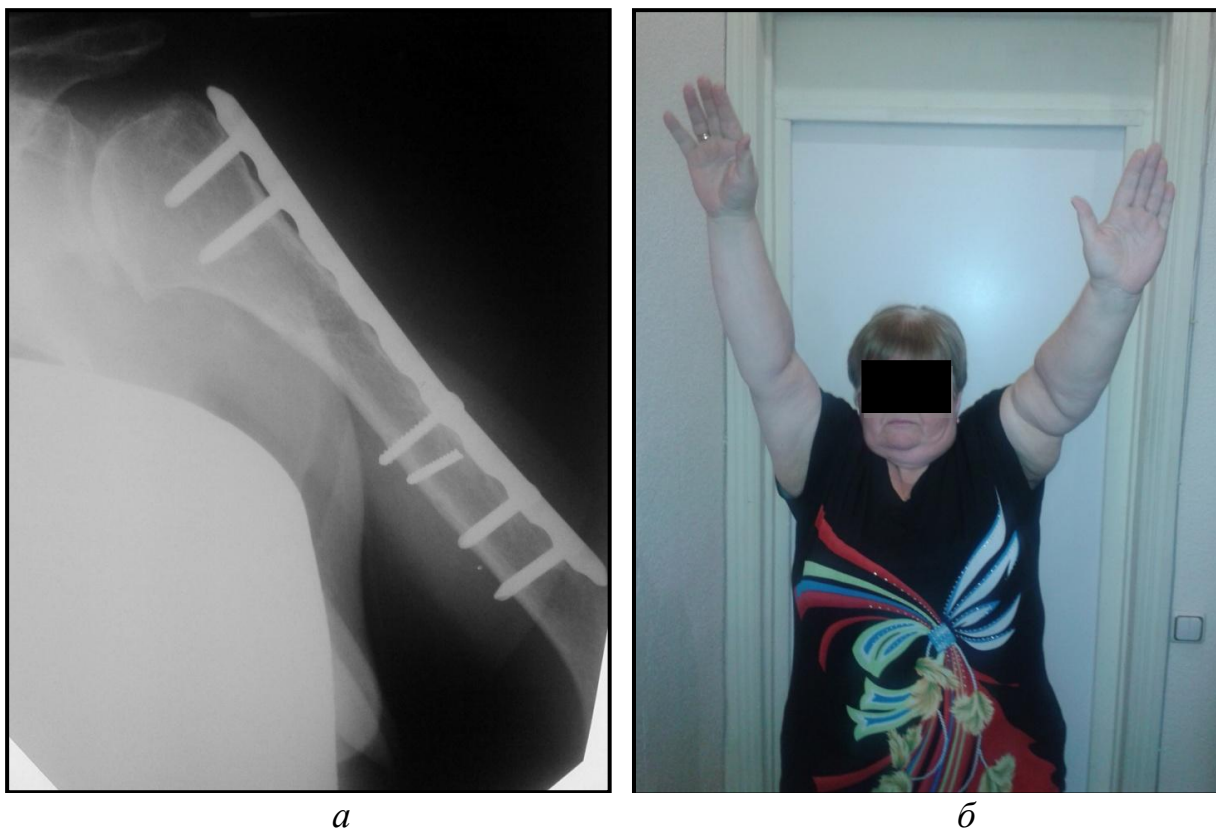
Та же больная. Отдаленный (через 4 года после реконструкции) результат лечения. *а* — рентгенограмма: функциональная перестройка плечевой кости; *б* — функциональный результат: восстановление функции конечности.
